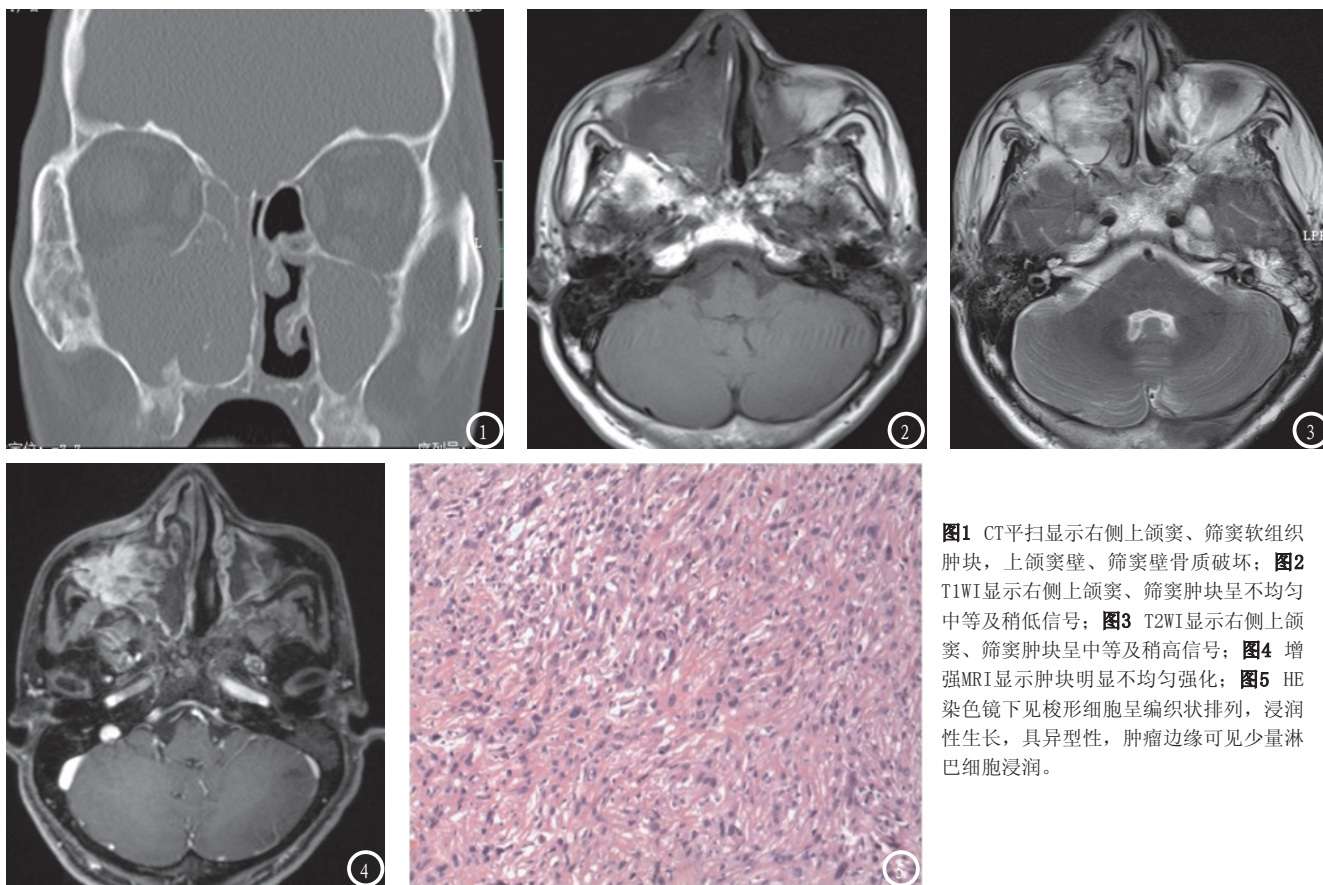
CT平扫显示右侧上颌窦、筛窦软组织肿块, 上颌窦壁、筛窦壁骨质破坏; 图2 T1WI显示右侧上颌窦、筛窦肿块呈不均匀中等及稍低信号; 图3 T2WI显示右侧上颌窦、筛窦肿块呈中等及稍高信号; 图4 增强MRI显示肿块明显不均匀强化; 图5 HE染色镜下见梭形细胞呈编织状排列, 浸润性生长, 具异型性, 肿瘤边缘可见少量淋巴细胞浸润。
